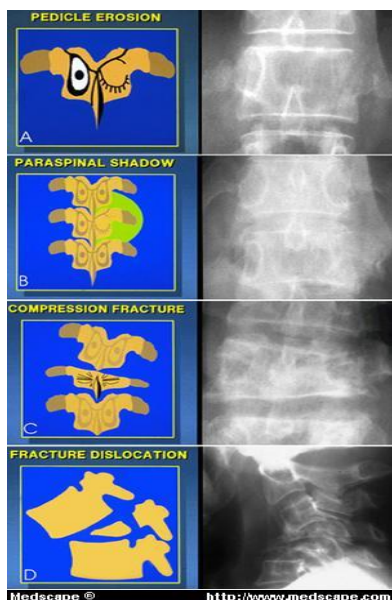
Radiografia coloanei vertebrale
